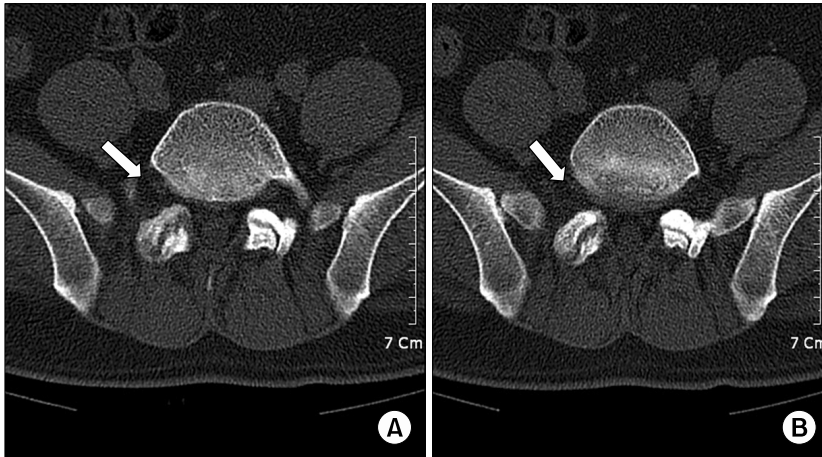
The CT scan shows bony erosions in the right L5-S1 facet joint on two consecutive images (A, B).
